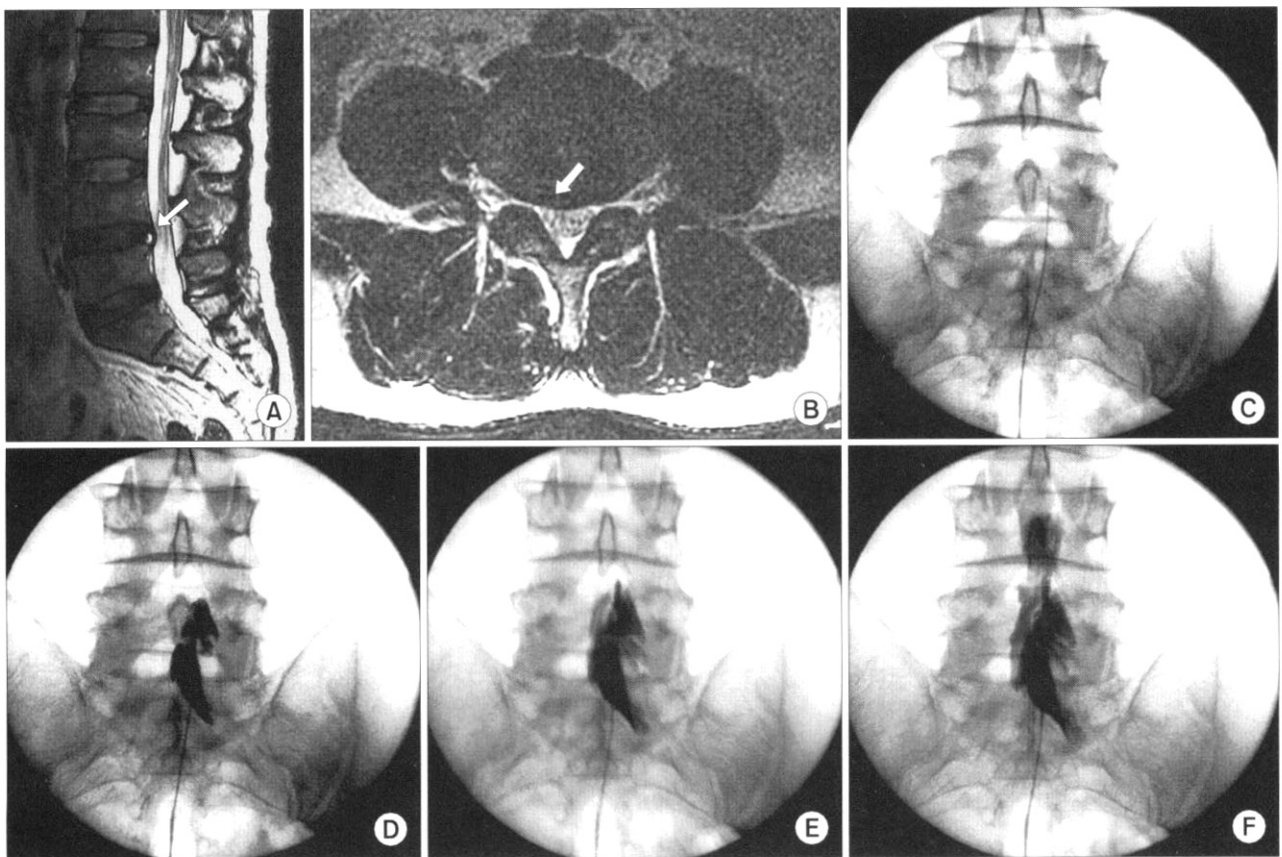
MRI findings of M/43 patient showing diffuse bulging of intervertebral disc at L4-5 level (A, B). Tip of TharaCath<sup>®</sup> epidural catheter positioned at the right side of L5 vertebral body (C). 2 ml of contrast dye injection shows 90% spread at the side of target nerve root (D). 4 ml of contrast dye injection shows 83% spread at the side of target nerve root (E). 6 ml of contrast dye injection shows 67% spread at the side of target nerve root (F).
